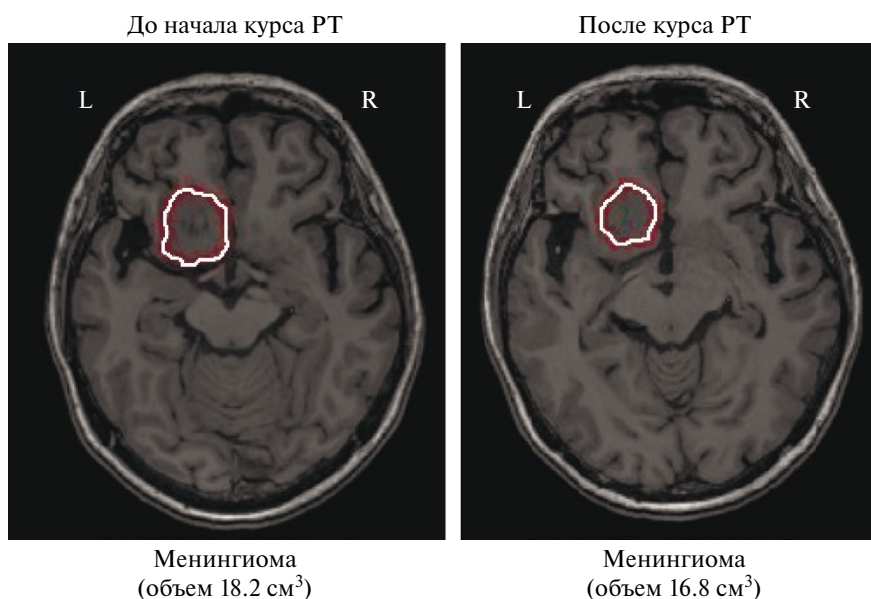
Пример динамики снижения размеров опухоли после курса РТ. Структурное МРТ одного и того же пациента: до начала лечения (слева) и через 6 мес после РТ (справа). Опухоль на снимках обозначена белым контуром.
